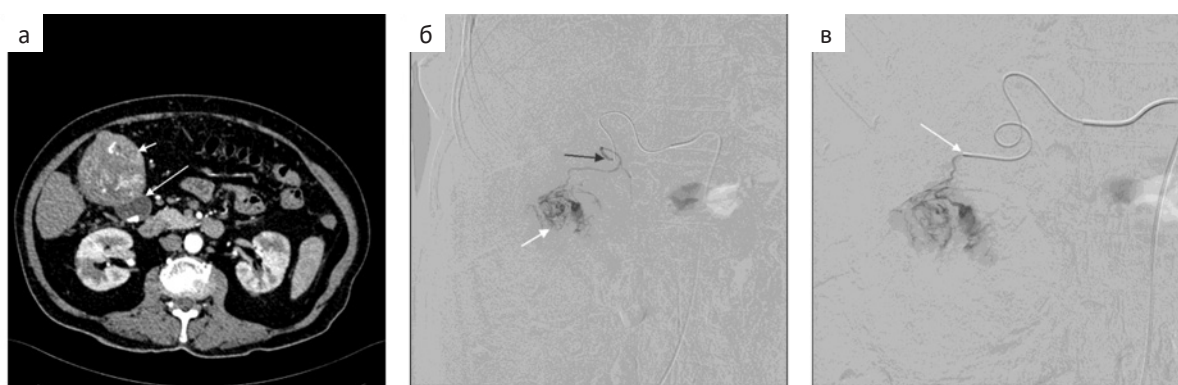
Пациентка с мультифокальным ГЦР. а — В артериальную фазу КТ в V сегменте печени определяется гипervasкулярная опухоль (короткая стрелка), прорастающая (стрелка) в желчный пузырь; б — Ангиография через микрокатетер, установленный в пузырной артерии (черная стрелка), показывает участок опухоли (белая стрелка) получающий паразитическое кровоснабжение из ветви артерии; в — Перед химиоэмболизацией микрокатетер установлен в ветви (стрелка), кровоснабжающей опухоль, дистальнее ветвей питающих стенку желчного пузыря
